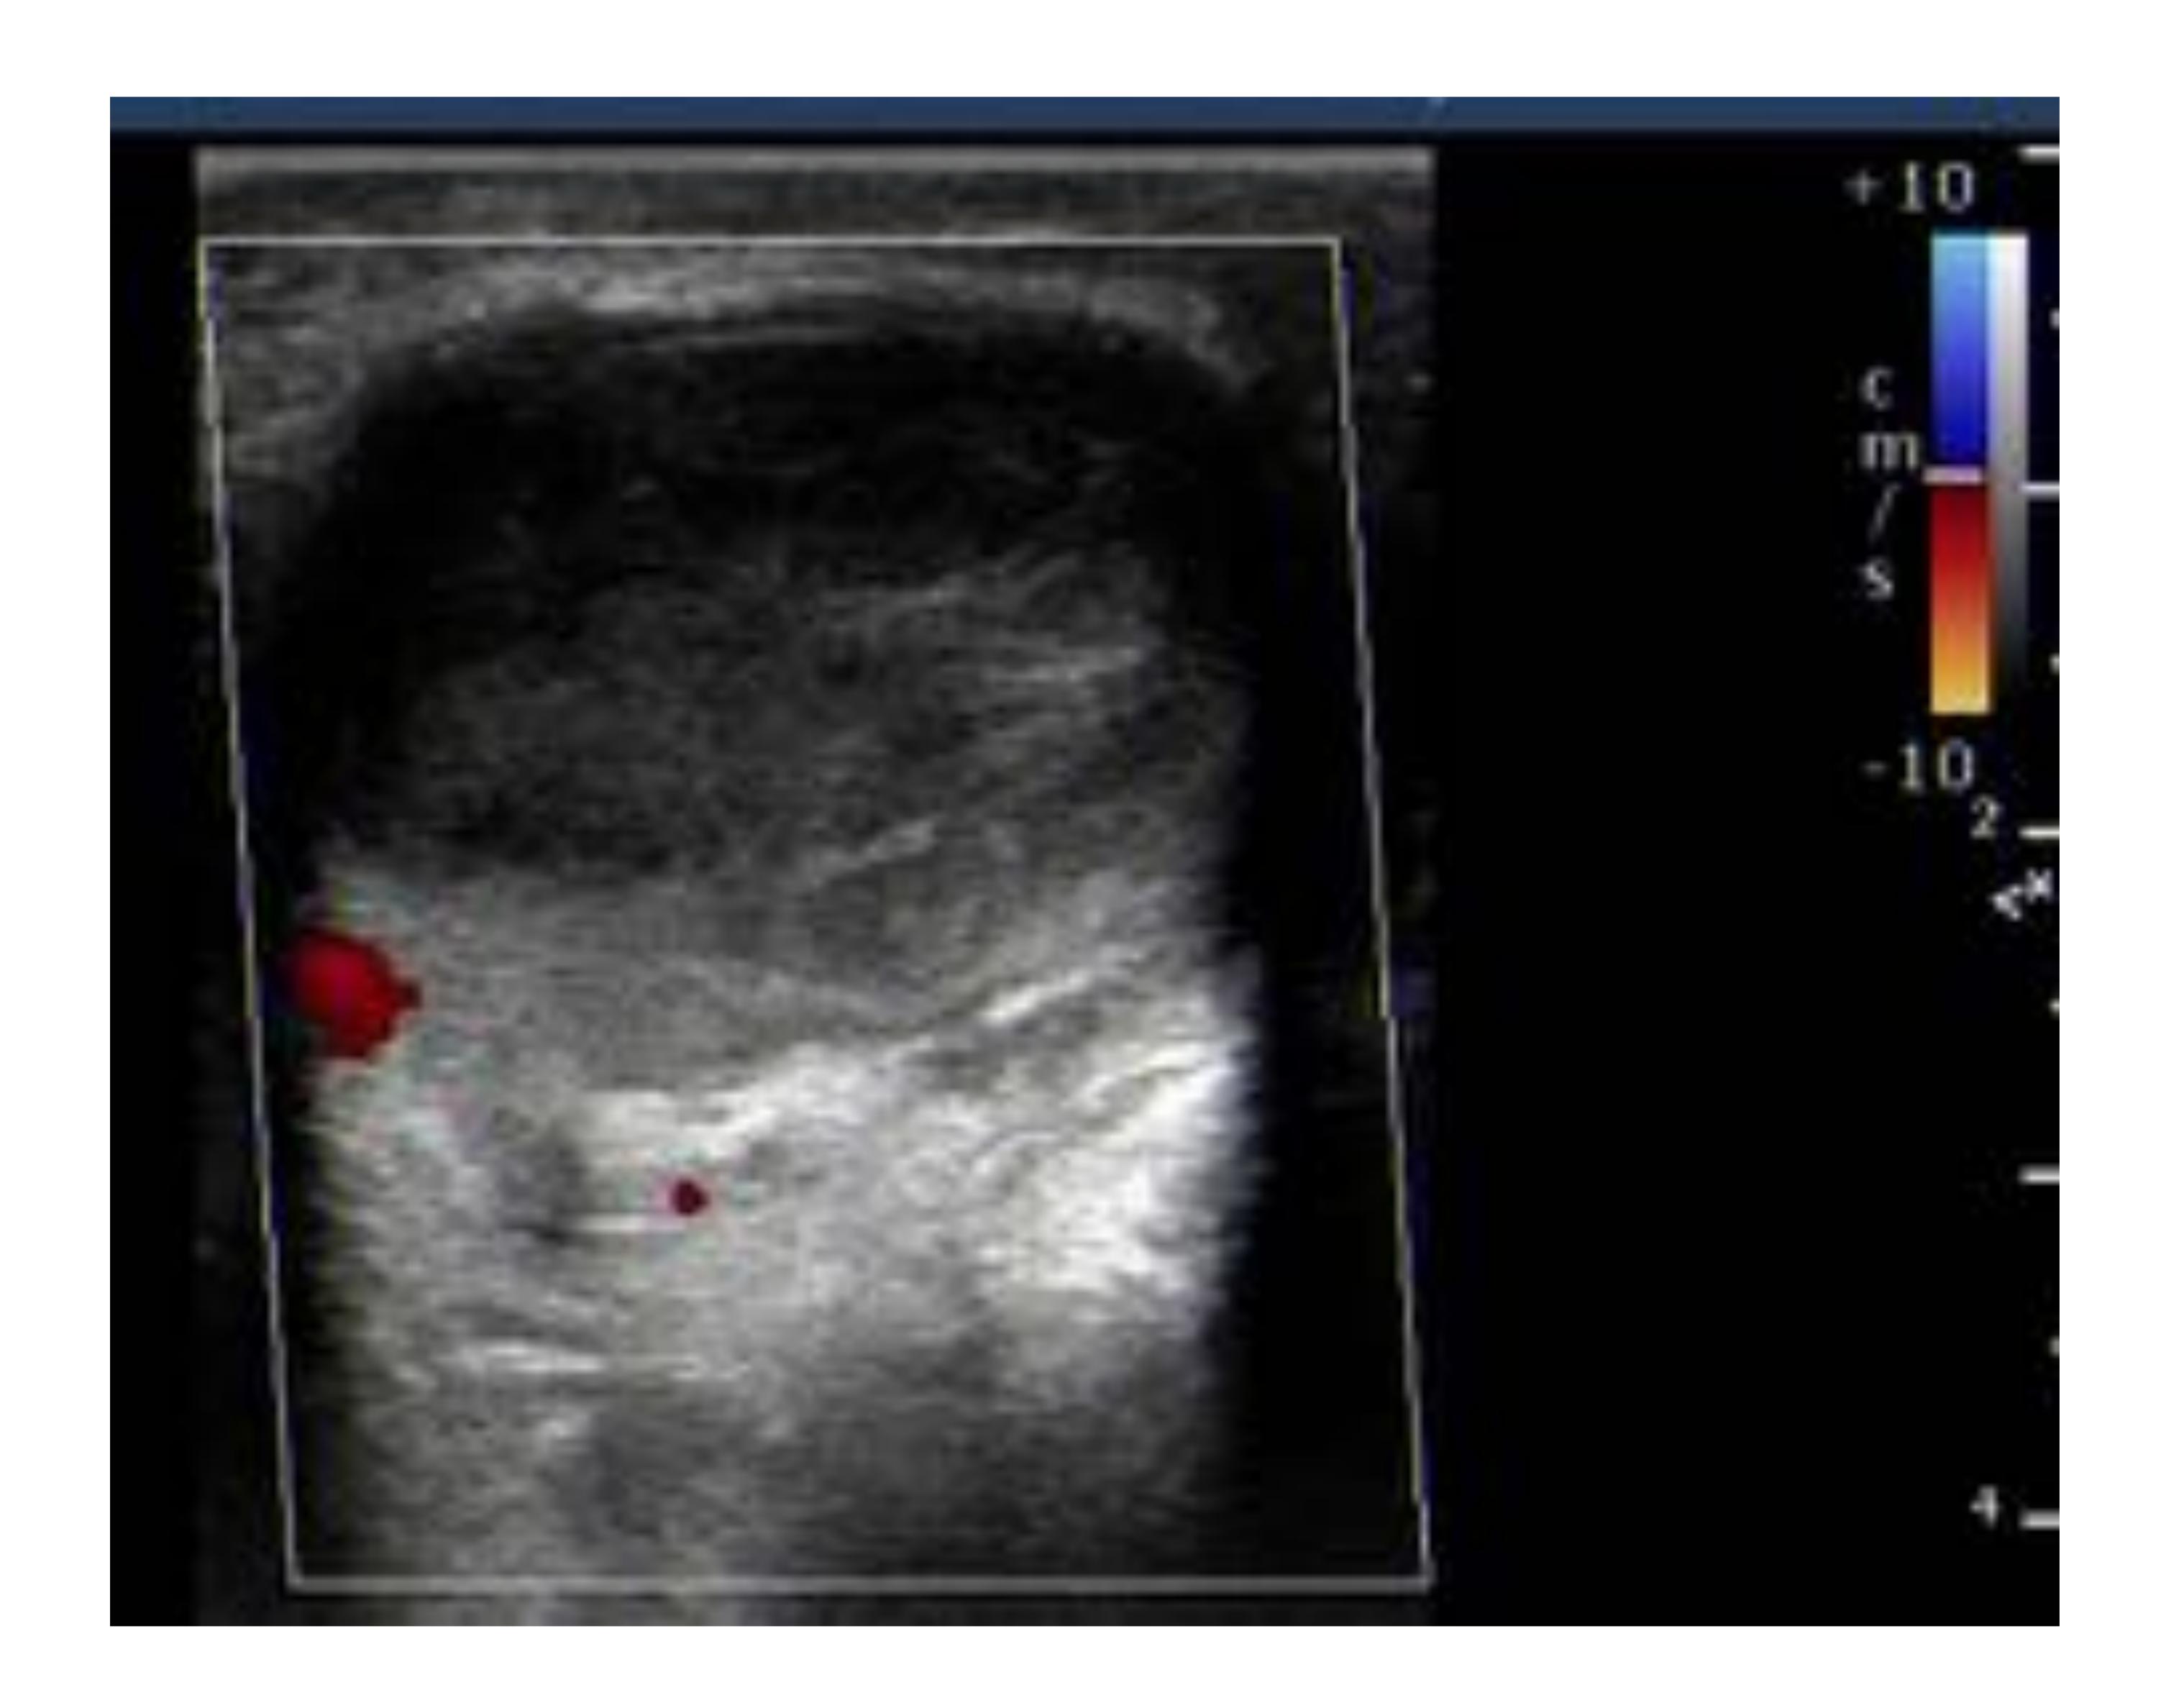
Ecografía testicular Doppler–Color: Hematoma en la porción superior de la bolsa escrotal derecha, con margen bien definido y unas dimensiones de 3,6 cm x 3 cm x 3,2 cm.
